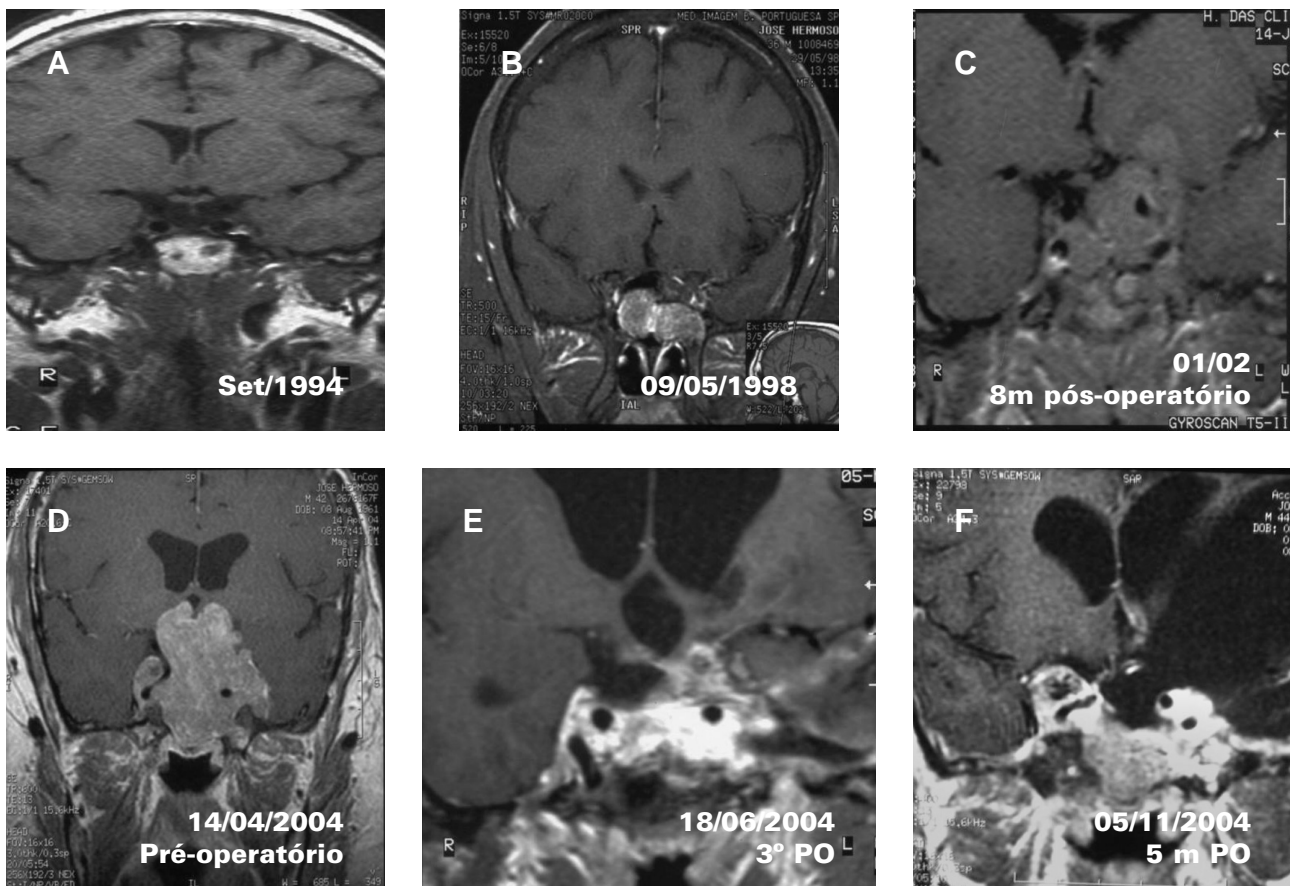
Evolução das imagens de ressonância magnética de região hipofisária. 1A: sela vazia com material amorfo no seio esfenoidal. 1B: tumor hipofisário com extensão para seio esfenoidal. 1C: tumor com invasão para seio esfenoidal, seio cavernoso e quiasma óptico à esquerda. 1D: tumor com crescimento progressivo em relação a 1C. 1E: tumor com dimensões menores, após a 8ª cirurgia hipofisária e imediatamente antes da braquiterapia. 1F: tumor com crescimento progressivo em relação a 1E e com invasão do clivus.
